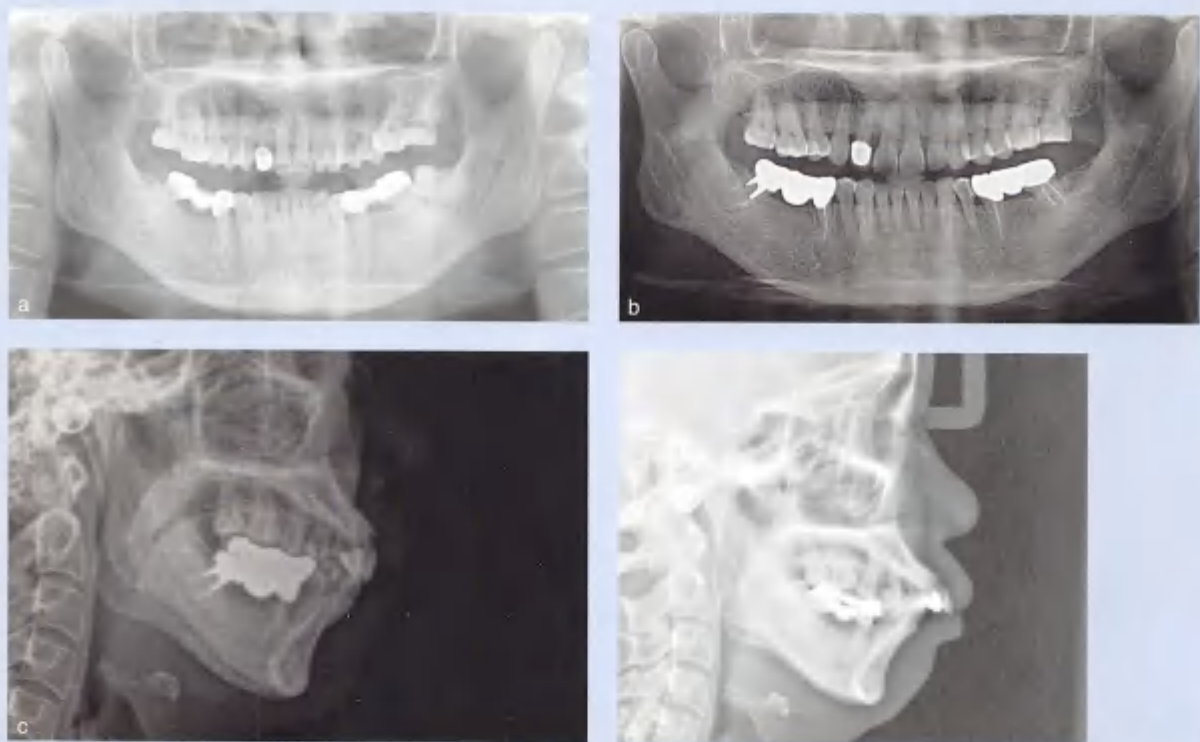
X线片。(a) 治疗前曲面断层片，#38存在，#35、#37、#45、#47未做根管治疗。(b) 治疗后曲面断层片，拔牙间隙关闭，#38拔除，#35、#37、#45、#47根管治疗完善。(c) 治疗前头颅侧位片。(d) 治疗后头颅侧位片，上前牙大量内收，侧貌改善明显
